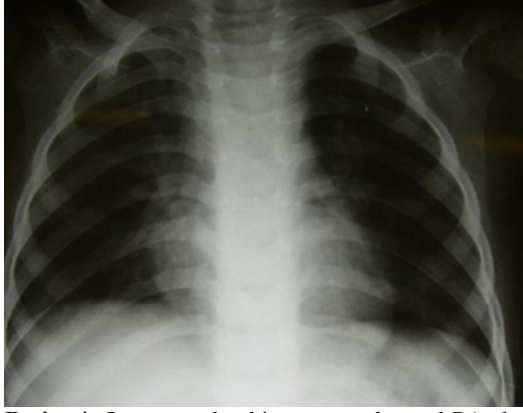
PA akciğer grafisinde sol akciğer alt zonu lokalizasyonunda daha belirgin olan yaygın opasite artışı izlenmektedir.
